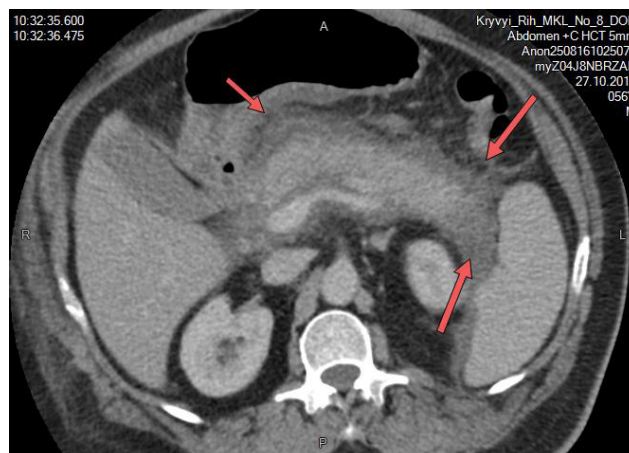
Пацієнт Я., 56 років. На КП-КТ у пацієнта виявлений набряк залози та навколопанкреатичної клітковини. Інтерстиційний набряковий панкреатит на КП-КТ виглядає як локальне або дифузне збільшення ПЗ з нормальним гомогенним ущільненням чи злегка гетерогенним ущільненням паренхіми через набряк.[4]
